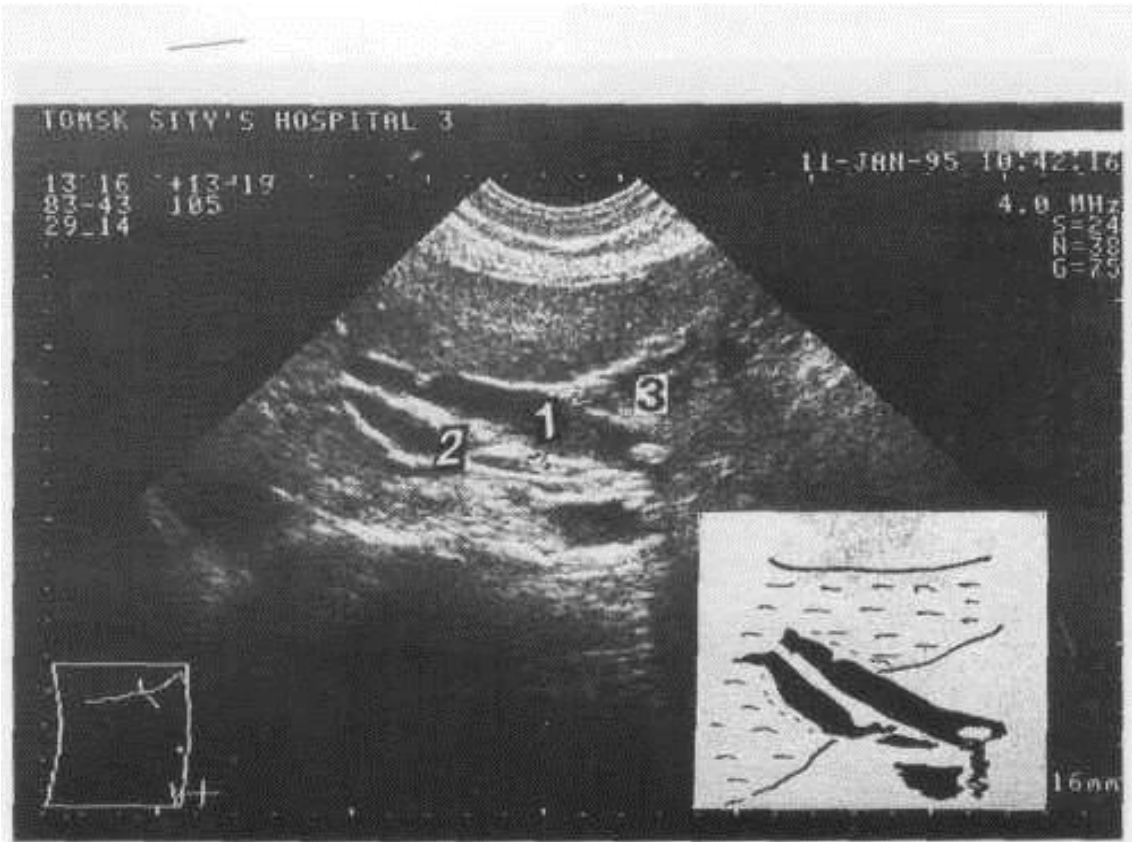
УЗИ. Холедохолитиаз (объяснение в тексте). Собственное наблюдение. 1) холедох, 2) воротная вена, 3) камень.
